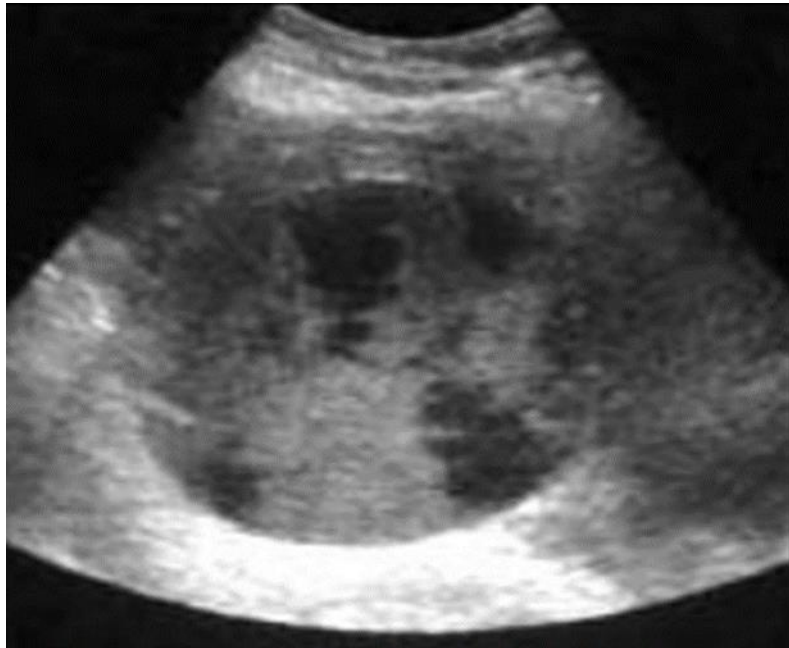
Image échographique montrant une masse hétérogène du foie : Cystadénocarcinome hépatique [26].
